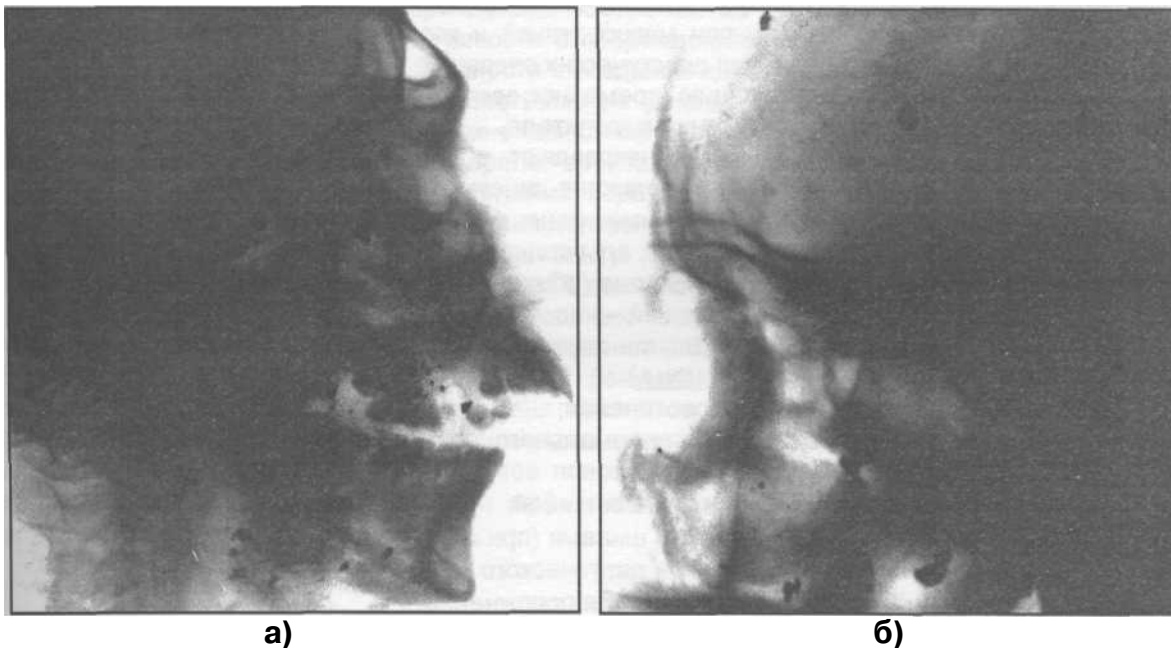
Боковые рентгенограммы черепа больных с огнестрельными ранениями (а, б).
